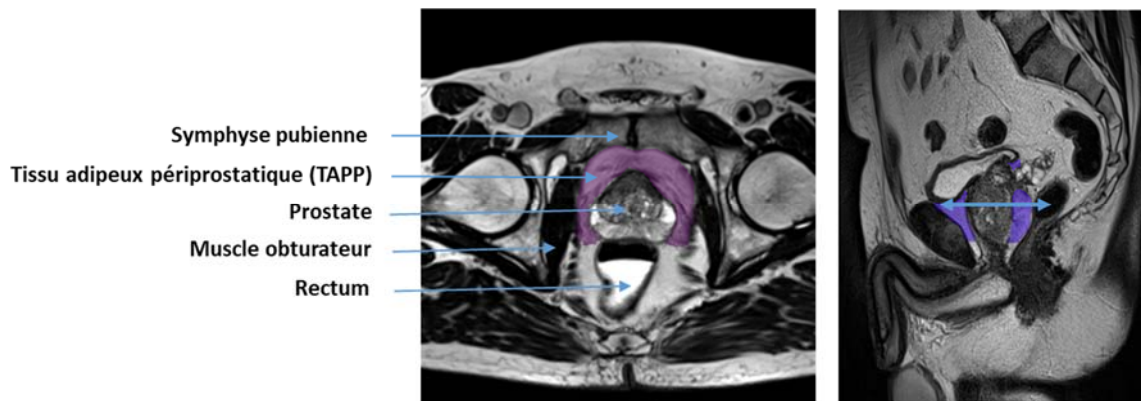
La prostate est entourée de tissu adipeux périprostatique (TAPP). Le TAPP est ici en violet sur une coupe axiale (à gauche) et une coupe sagittale (à droite) d'IRM prostatique. Ce TAPP est délimité en avant par la symphyse pubienne, en latéral par les muscles obturateurs et en postérieur par le fascia de Denonvilliers qui sépare la prostate et les vésicules séminales du rectum.
